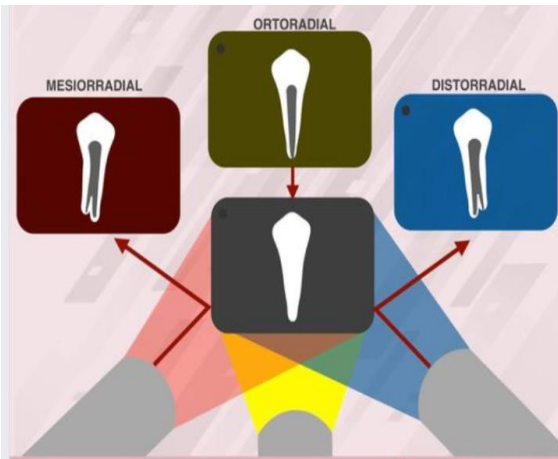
Técnica de Clark: requiere la toma de dos radiografías periapicales de la zona a estudiar, una radiografía ortorradial, la cual se logra con los valores de angulación horizontal y vertical correctos; y una radiografía mesiorradial, en la cual se varía la angulación horizontal colocando la base del cono de rayos X hacia mesial; o una radiografía distorradial..Tomada de:
